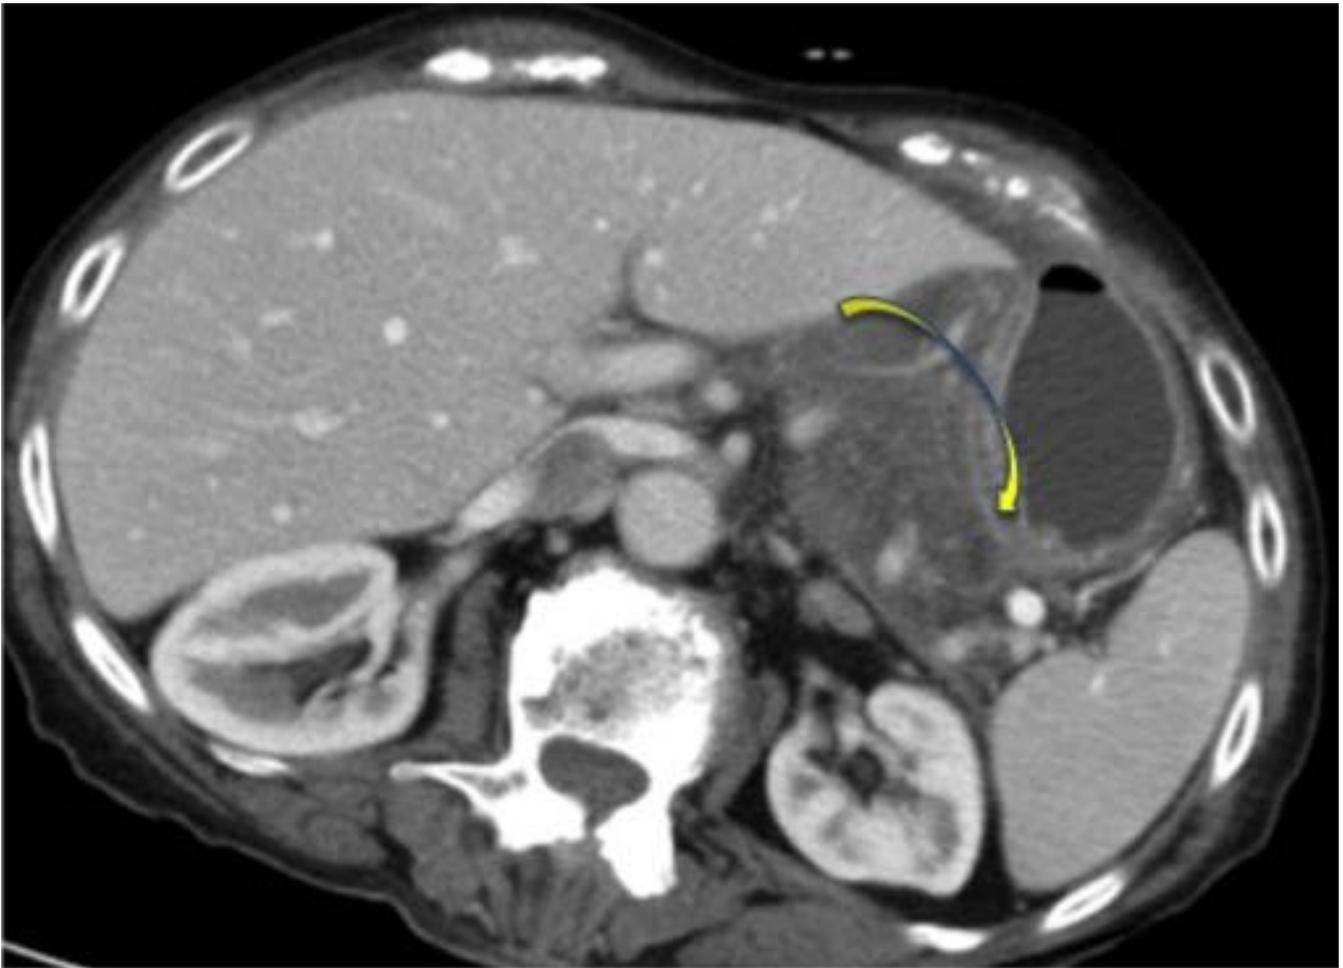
Control evolutivo TC tras 3 semanas de Pancreatitis aguda Intersticial. TC abdominal con CIV en fase portal que muestra colección de densidad homogénea (flecha amarilla), sin pared definida que se adapta a los planos faciales.
